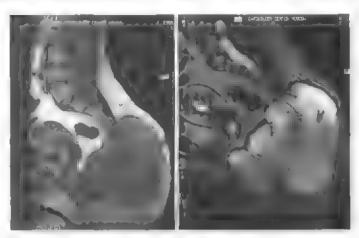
Сагиттальные МРТ, Γ_t и Γ_t -режимы, Гигантская хондрома крес на Опухоль верхним полюсом достигает S_{tit}
